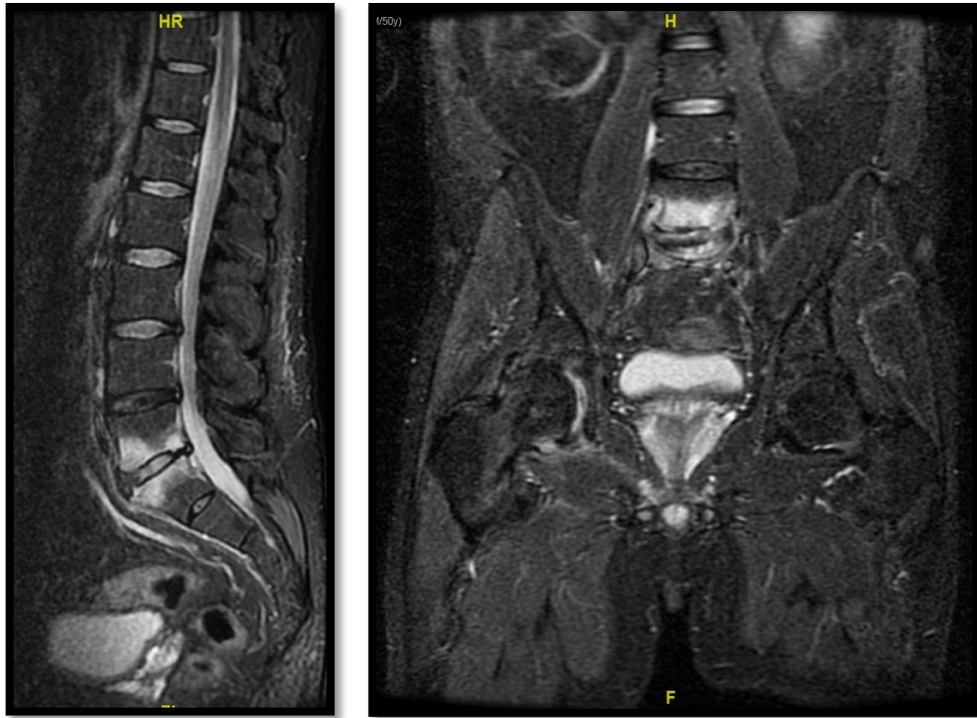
RMN lumbar y de caderas. Secuencia T2 (1ª y 2ª imagen) y STIR (3ª y 4ª imagen): captación fuerte de señal en el cuerpo vertebral de L5 y S1 y en el disco intervertebral, en relación con espondilodiscitis en fase flemonosa. Artritis coxofemoral derecha (corte sagital, axial y coronal).
